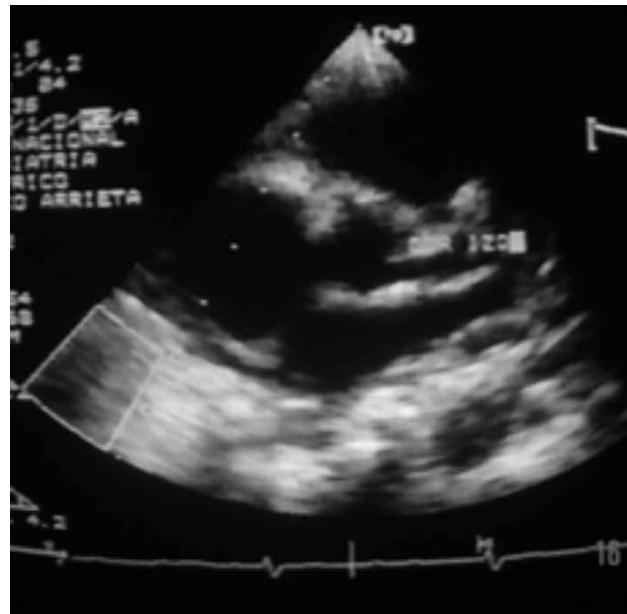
Ecocardiografía donde se demuestra la dilatación mediana de 7mm de la arteria coronaria izquierda (flecha), dilatación aneurismática característica de la enfermedad de Kawasaki.
